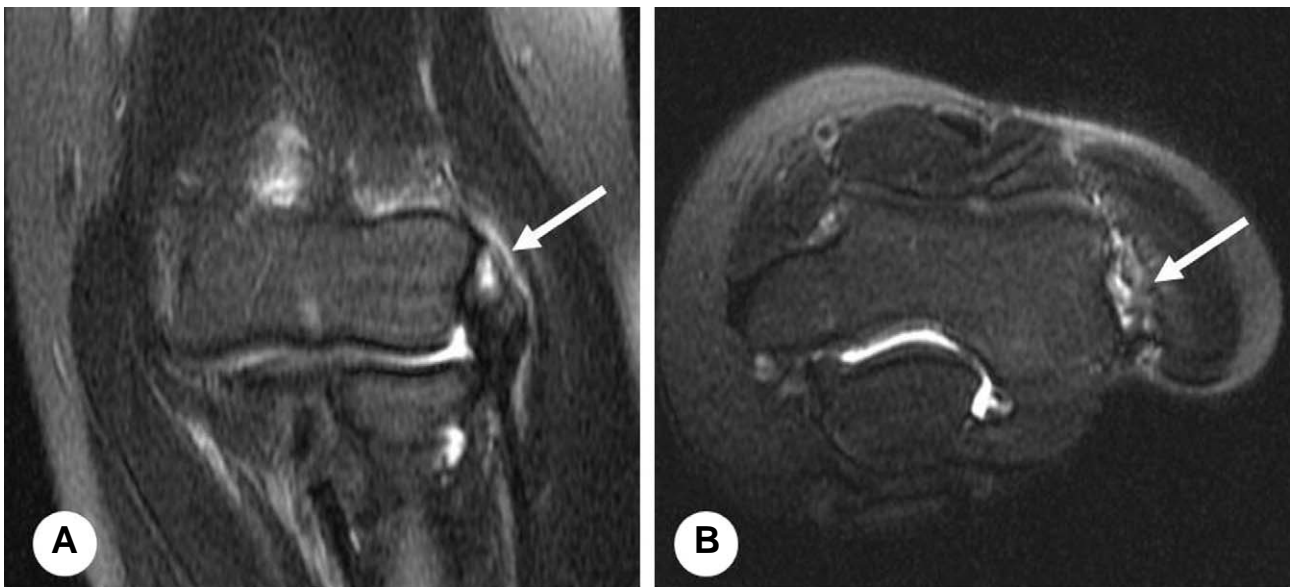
T2-weighted (A) coronal and (B) axial magnetic resonance imaging shows a high signal focus (white arrow) in the extensor carpi radialis brevis (ECRB) tendon at the lateral epicondyle.
